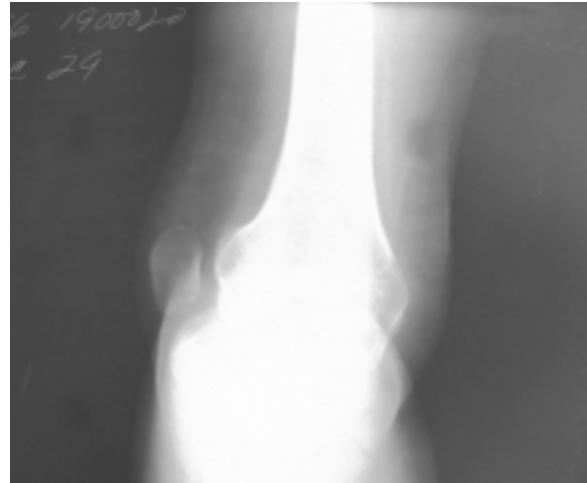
Radiografía de la rodilla en proyección de túnel intercondíleo. Observamos la rótula luxada completamente en posición externa e hipoplásica.
